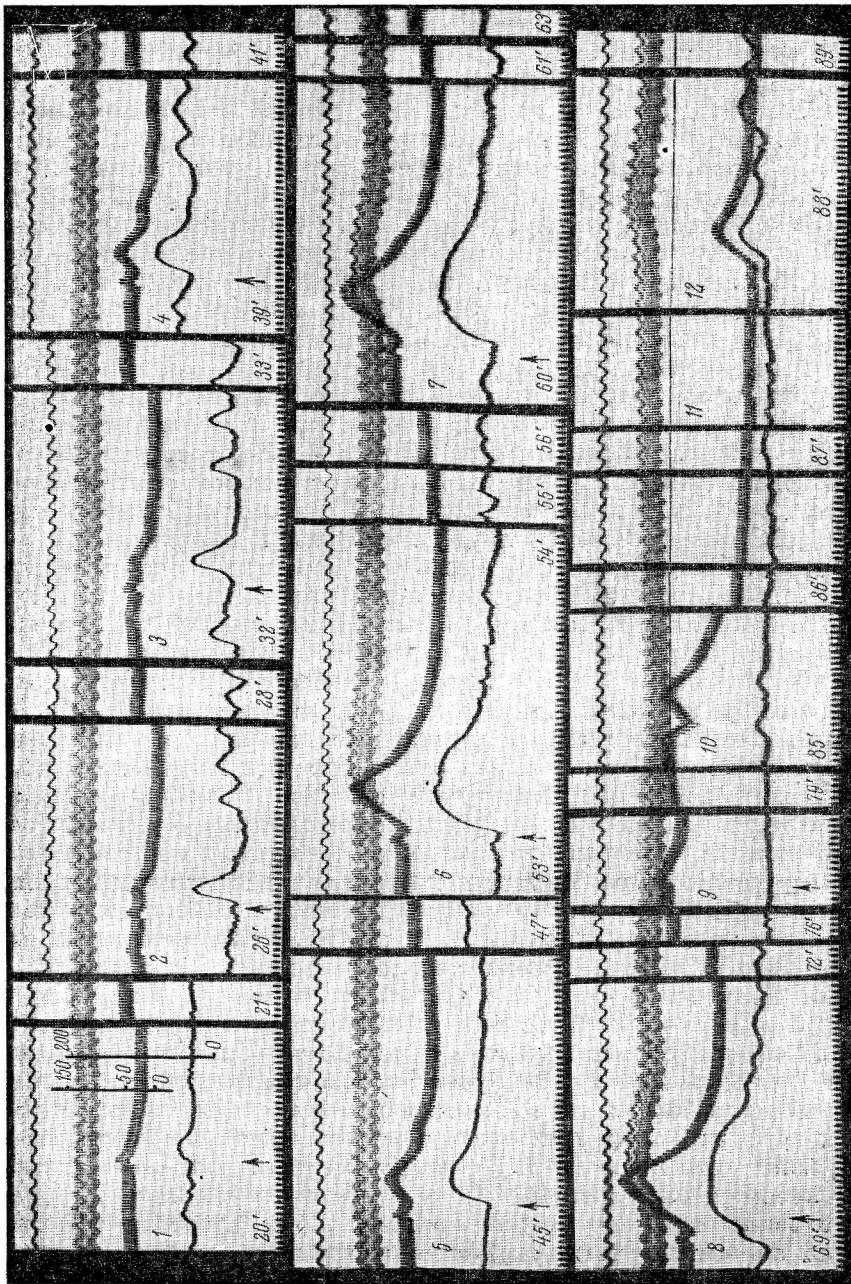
Зависимость реакции перфузионных сосудов от дозы введенного ацетилхолина (опыт с аутоперфузией).
